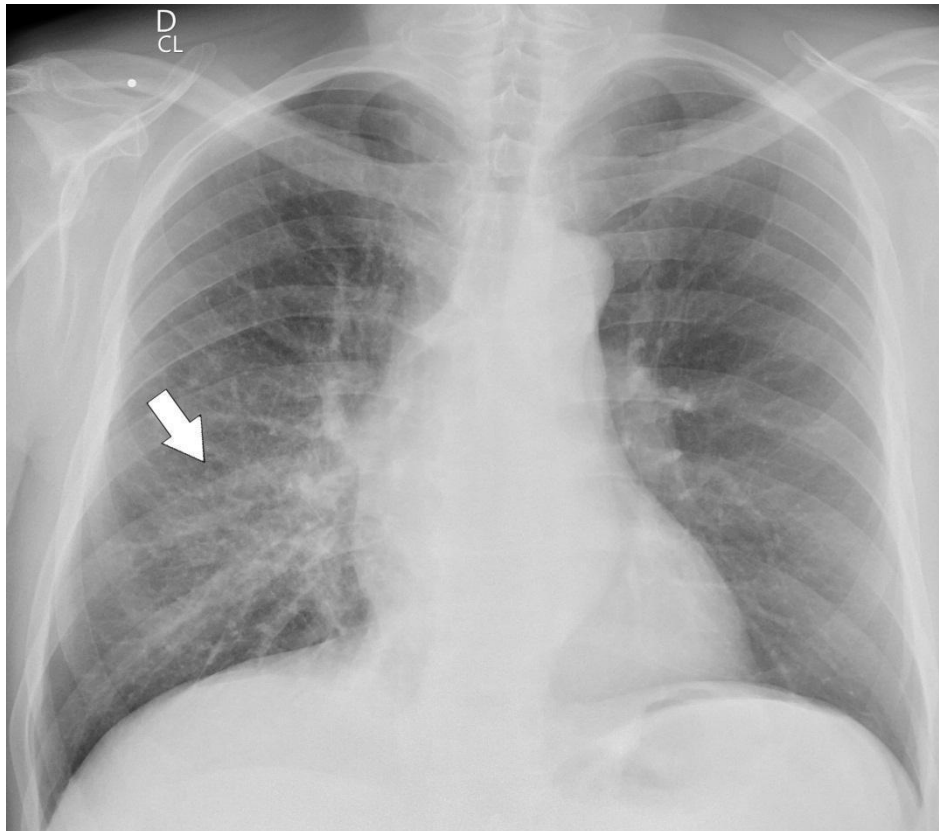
Radiografia de tórax em PA. Infiltrado reticulonodular nos terços médio e inferior do hemitórax direito, relacionadas à linfangite carcinomatosa (seta).
